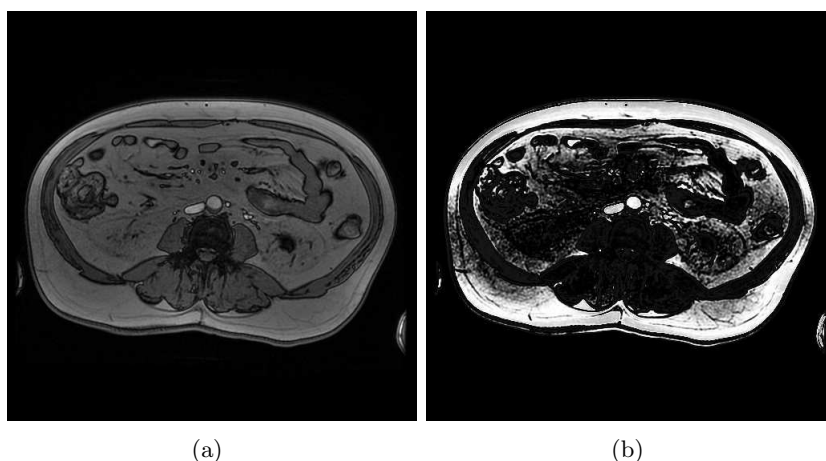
Coupe IRM (écho de gradient pondérée T1 OP) présentant des inhomogénéités d'intensité (a) perturbant la classification de la classe graisse (b).
